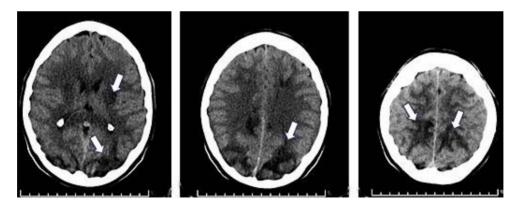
TAC evolutiva en la que se visualizaron áreas hipodensas corticosubcorticales y parietooccipitales bilaterales, con predominio izquierdo y en los núcleos basales.
